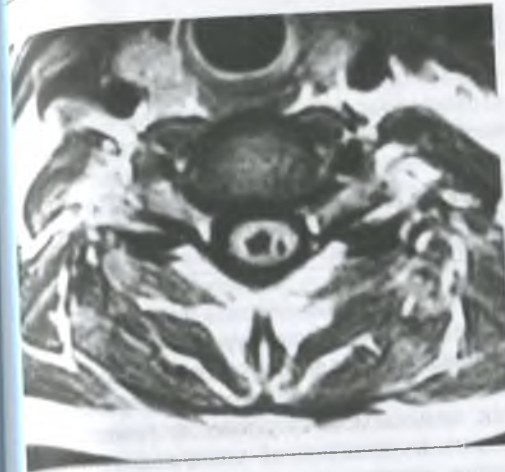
МРТ на уровне нижнего шейного сегмента спинного мозга (аксиальный срез): две сирингомиелические полости в центральной зоне спинного мозга и в левой его половине.
